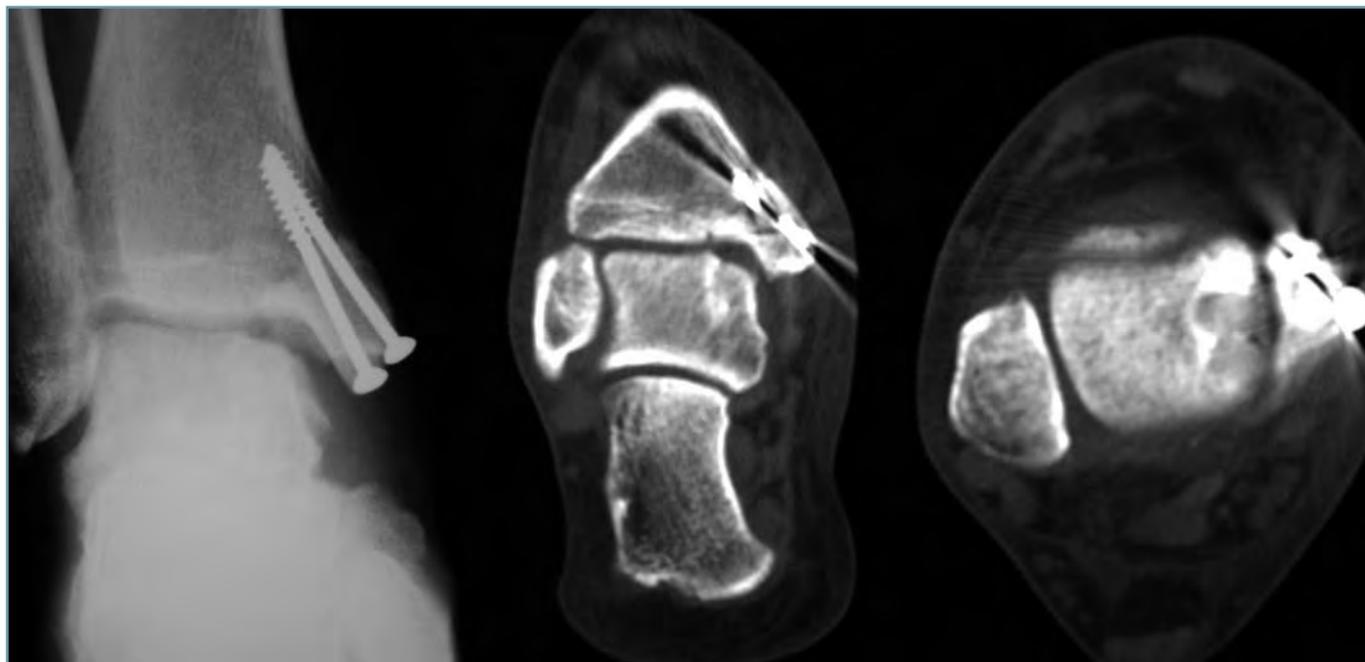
Resultado radiológico y TC con integración de los injertos del mismo paciente anterior.
